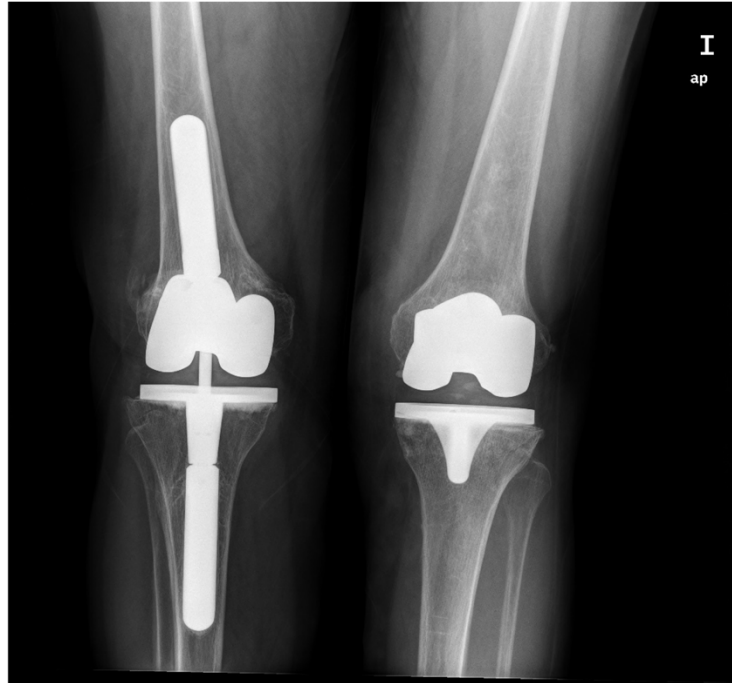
Radiografía de prótesis primaria a la derecha y prótesis de reemplazo a la izquierda. [Fuente: Hospital Clínico San Carlos]
